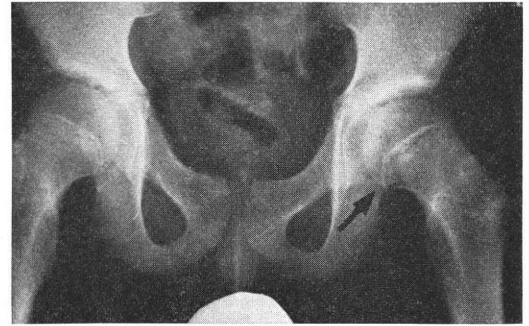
股関節正面X線像: 左大腿骨頭の骨端がやや下方に偏位し, 骨端線部には脱灰像がみられる (矢印)
